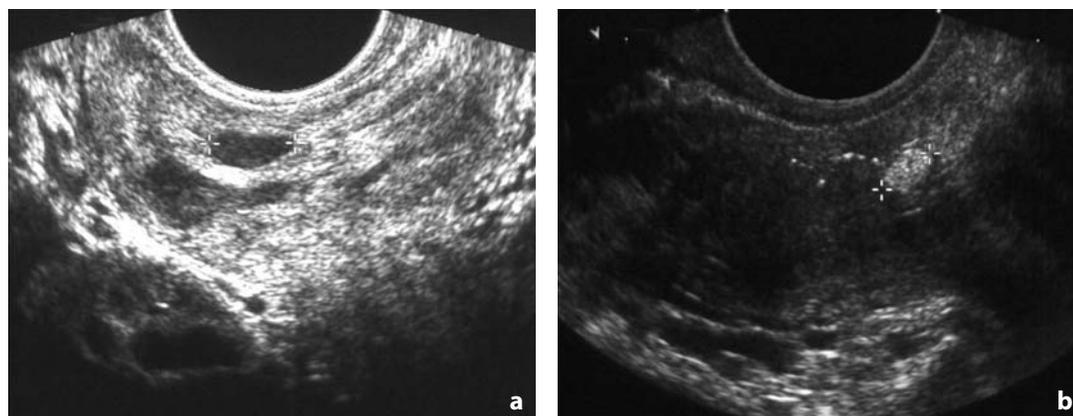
Endometriosi del setto retto-vaginale. Ecografia trans-rettale. Nel setto retto-vaginale è riconoscibile nodulo endometriosico solido (reperi) di morfologia ovalare, rispettivamente ipoecogeno (a) e iperecogeno (b)
